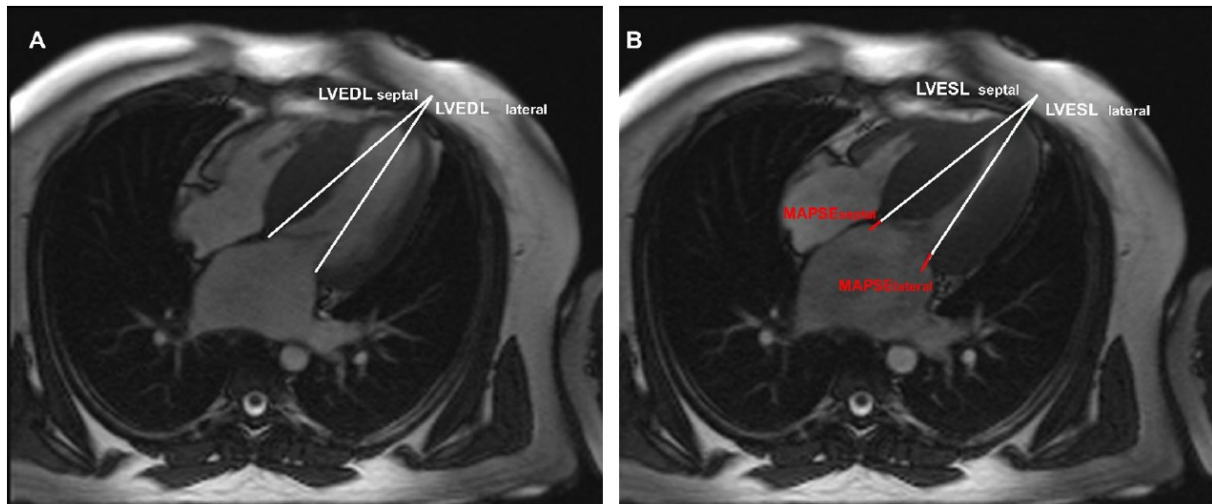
A+B (Doesch et al., 2015): Bestimmung der Mitral annular plane systolic excursion (MAPSE) mittels kardiovaskuläre Magnetresonanztomographie (CMR) im vier Kammerblick in der (A) Diastole sowie (B) Systole. Die septale und laterale MAPSE (hier in rot dargestellt) bezeichnen den Ausdehnungsunterschied des septalen oder lateralen linken Ventrikels in der Diastole (LVEDL septal/LVEDL lateral) (A) und den Ausdehnungsunterschied des septalen oder lateralen linken Ventrikels in der Systole (LVESL septal or LVESL lateral) (B).
